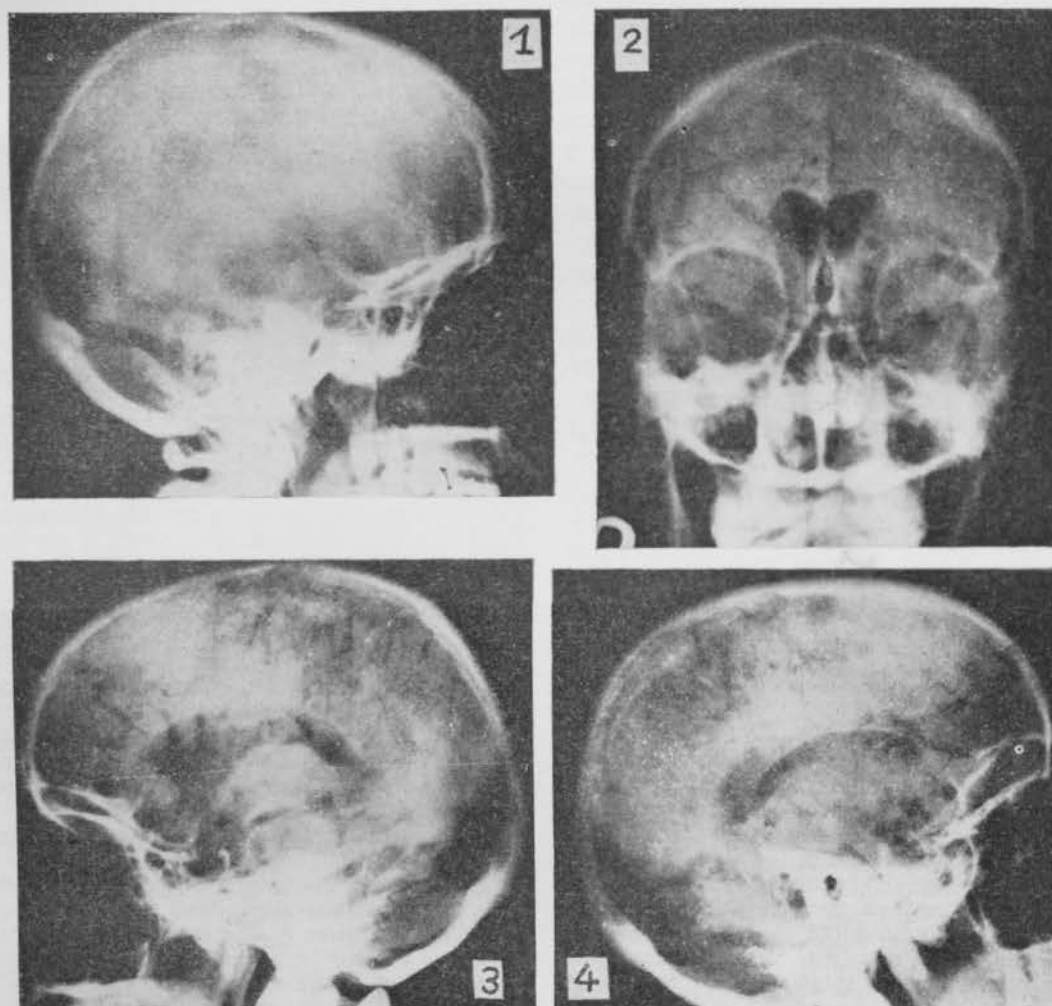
Caso 2. Radiografía simple (1) y neumoencefalografía; 2, occipito-placa; 3, ventrículo izquierdo; 4, ventrículo derecho.
